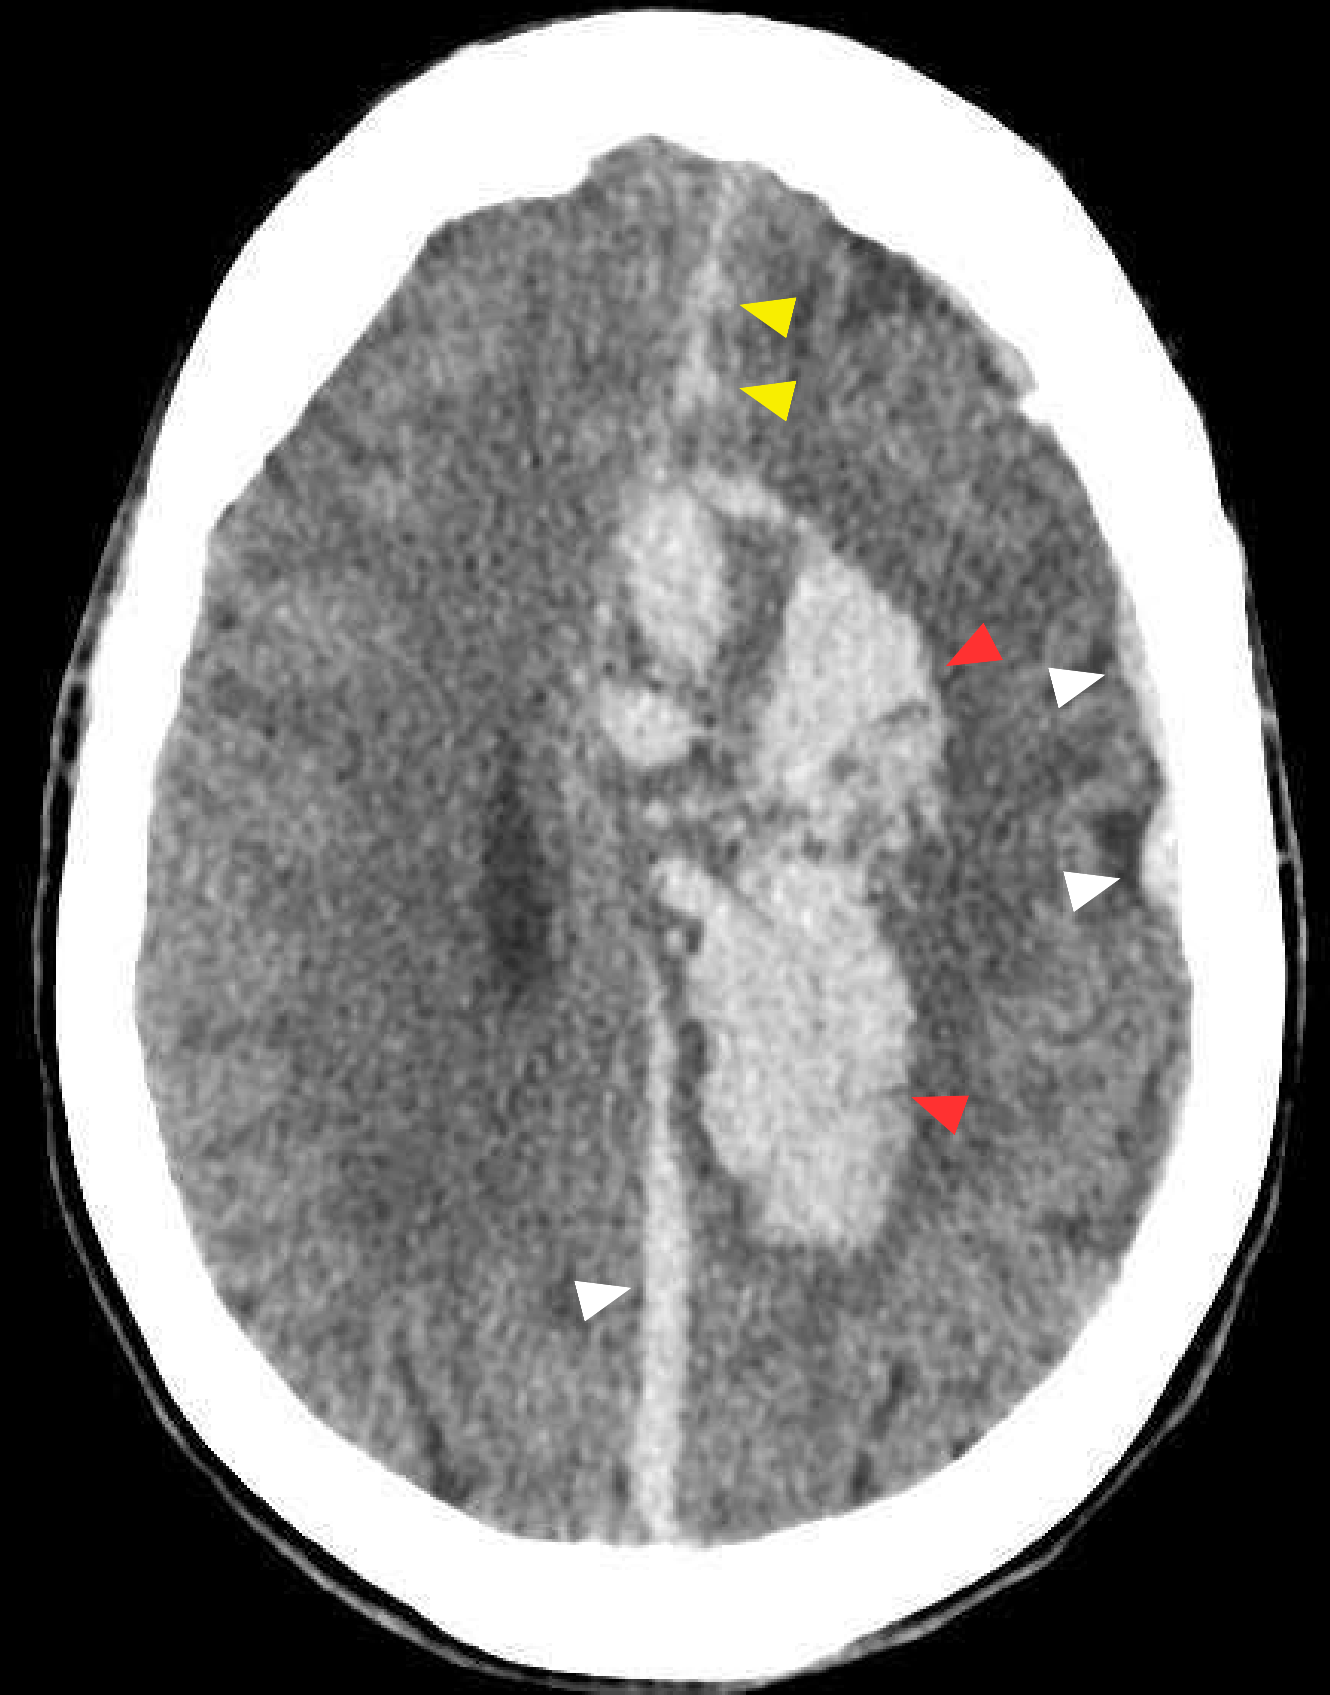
TC axial sin contraste que muestra diferentes tipos de hemorragias hipertensivas intracraneales: hemorragia subdural (puntas de flecha blancas), hemorragia intraparenquimatosa (puntas de flecha rojas) y hemorragia subaracnoidea (puntas de flecha amarillas).
